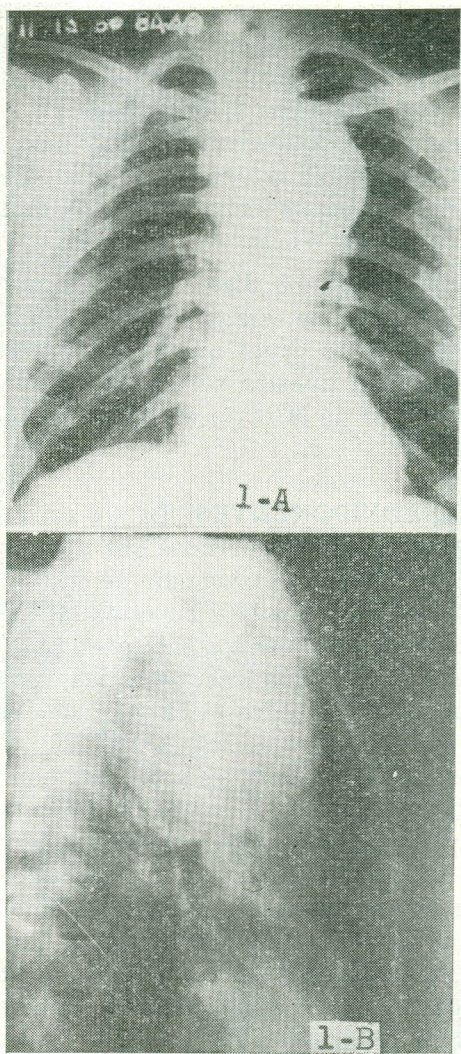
A. - Fig. 1 B. Radiografías postero-anterior y lateral del tórax que muestran un gran aneurisma sacular arterioesclerótico, en un hombre de 44 años con síndrome de compresión mediastinal y cuadro asmático de 4 años de evolución.
